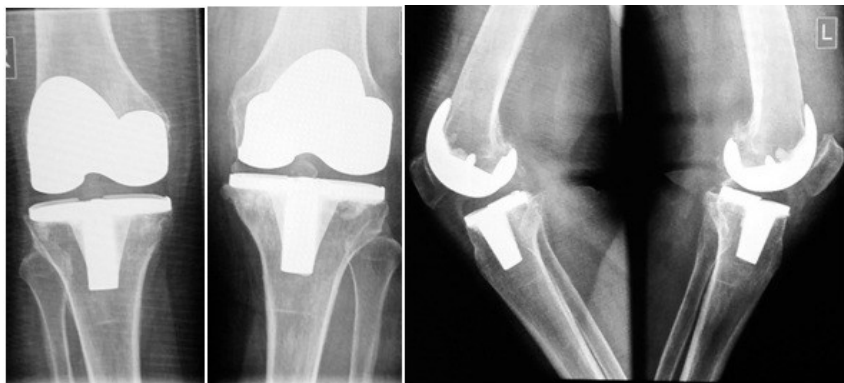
Рентгенограммы больной М., 69 лет, после эндопротезирования правого и левого коленных суставов в двух проекциях
